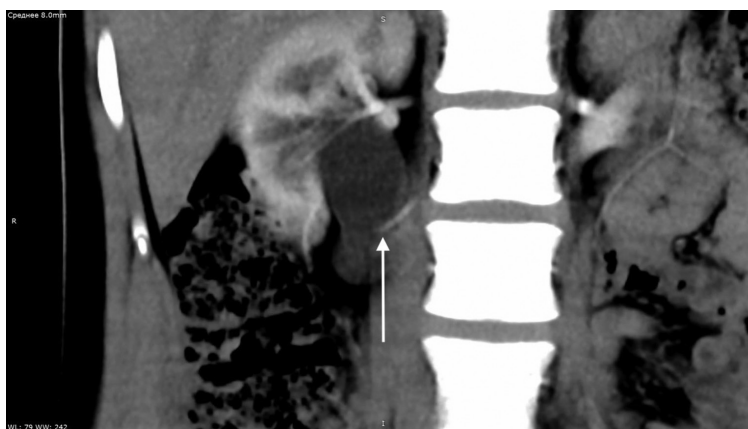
Контрастное компьютерно-томографическое исследование почек. Стрелка указывает на aberrантный нижнеполярный сосуд, причину обструкции пиелoureтерального соединения
